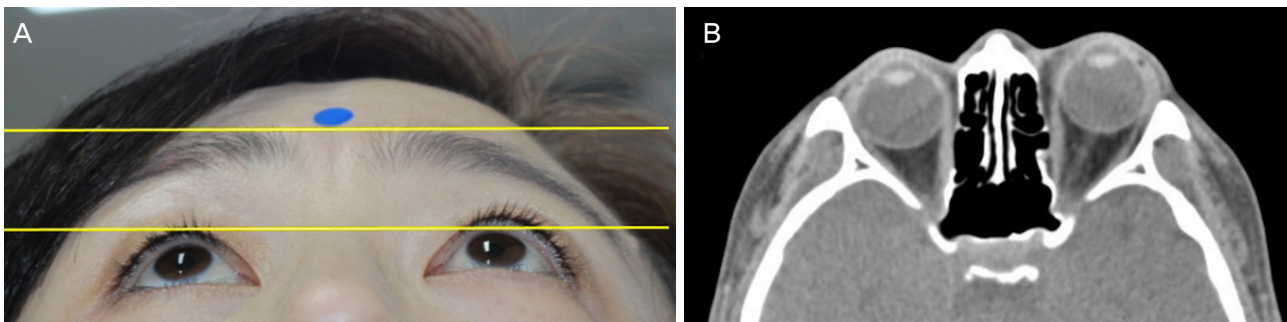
Clinical photograph and Computed tomography showing right enophthalmos. (A) Right enophthalmos was observed at clinical photograph. (B) Axial scan of computed tomography shows right enophthalmos. There was no specific bony abnormality.
